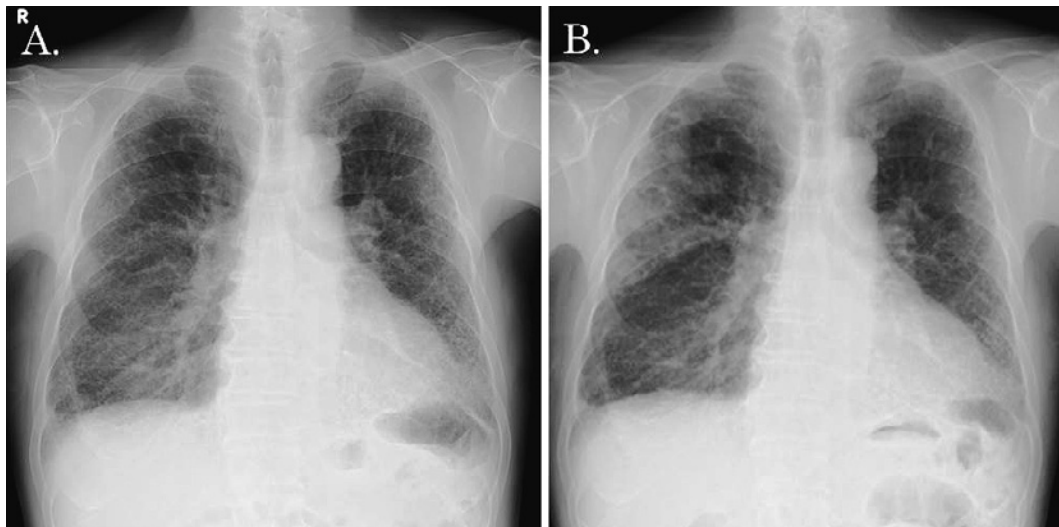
A. Chest X-ray before treatment of systemic sclerosis. Reticular and granular shadows were observed predominantly in the bilateral lower lung fields. No air space consolidation was detected. B. Chest X-ray after two weeks of treatment of systemic sclerosis. The air space consolidation appeared in the subpleural area of the right upper lung field.
